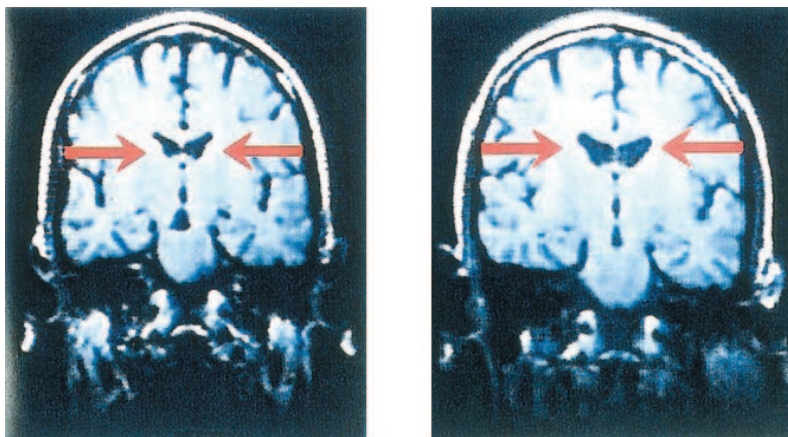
Увеличенные латеральные желудочки при шизофрении. Эти МРТ-сканы получены с мозга идентичных близнецов. Верхний скан мозга принадлежит нормальному из них; а тот, что внизу, принадлежит близнецу с установленным диагнозом шизофрении. Обратите внимание на увеличенные боковые желудочки у брата с шизофренией, указывающие на потерю мозговой ткани. (Источник: [Barondes, 1993, p. 153])
